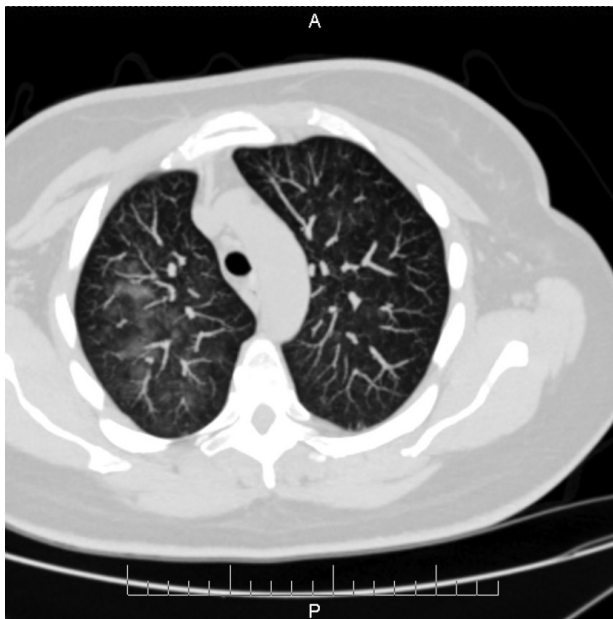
та 4.2. Зміни на КТ органів грудної клітки, що супроводжували загострення ДМ
